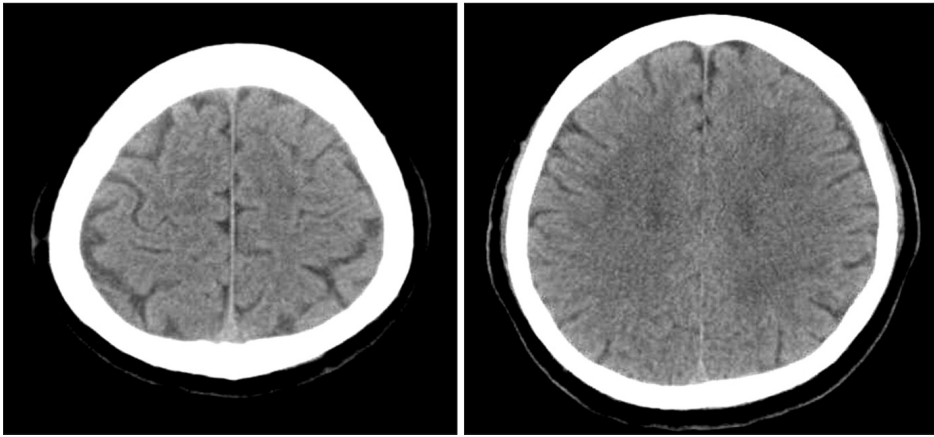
Postoperative computed tomography scan; one month after surgery, complete drainage of the hematoma and expansion of the bilateral hemisphere.
